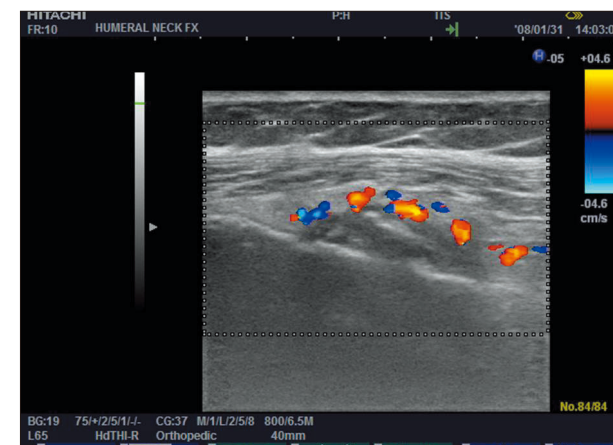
骨折の修復過程（上腕骨近位骨幹部外側アプローチ長軸 Doppler 画像）
